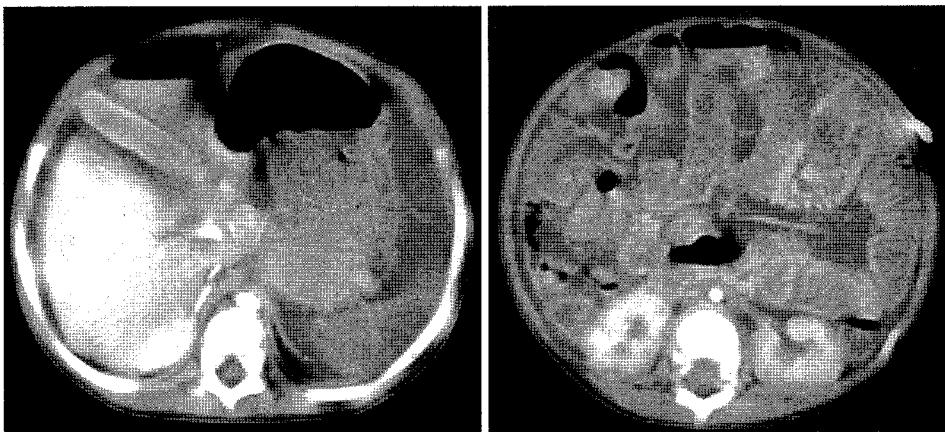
Abdominal CT shows diffuse small and large bowel dilatation with intraluminal and extraluminal fluid in the peritoneal cavity and retroperitoneal space. Collapsed lumen of aorta and inferior vena cava, decreased enhancement of spleen and intense enhancement of kidneys are seen, probably due to hypovolemic shock. But there was no evidence of intraperitoneal free air or intestinal obstruction.
